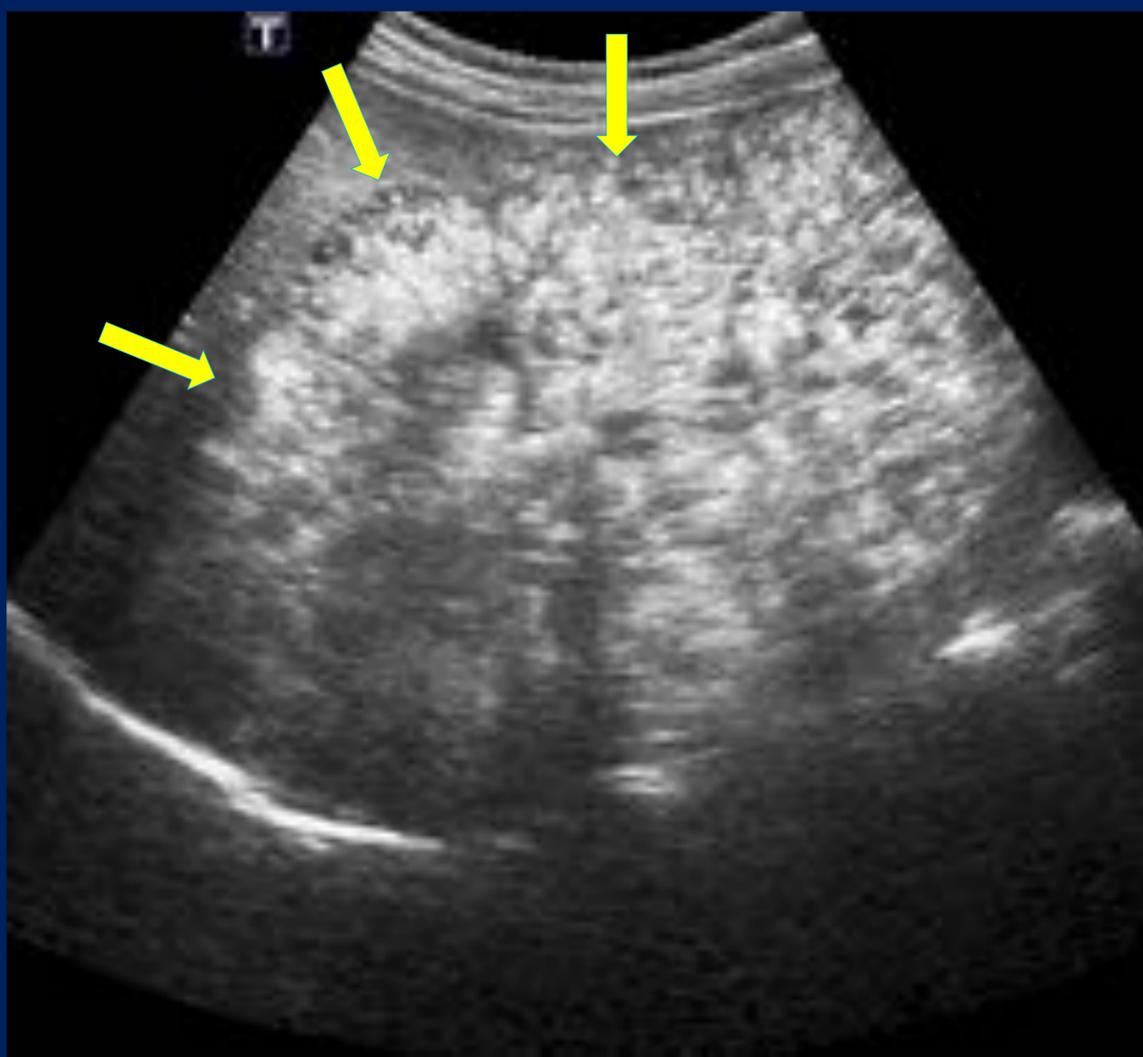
Poliquistosis renal autosómica recesiva. Ecografía con riñones grandes, ecogénicos, con mala diferenciación córtico-medular
